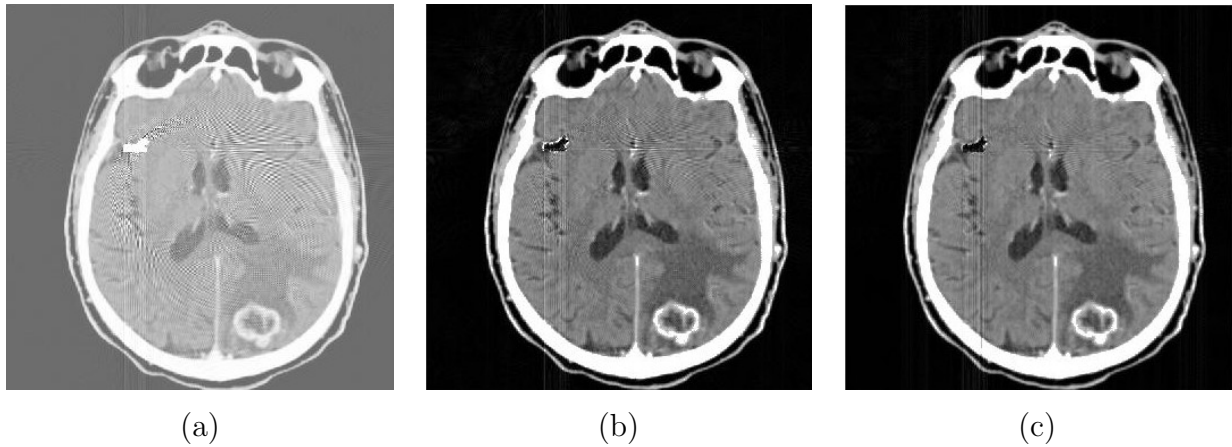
Imagens de CT reais submetidas ao algoritmo; (a) Imagem com objeto inserido artificialmente, simulando o metal, e reconstruída numericamente por CT, o que gerou artefatos; (b) Imagem resultante da subtração do metal; (c) Imagem resultante da subtração dos padrões dos artefatos.
